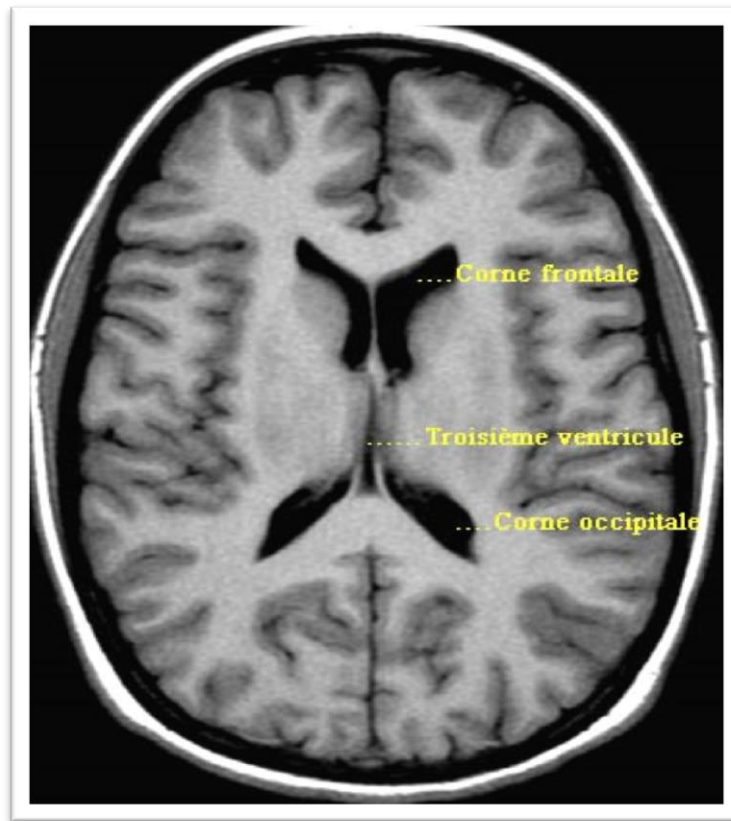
IRM cérébrale (système ventriculaire) (79)
